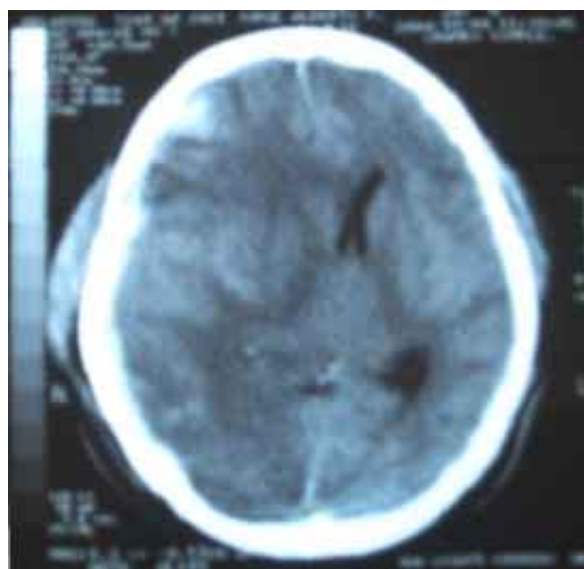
Tomografía preoperatoria.
